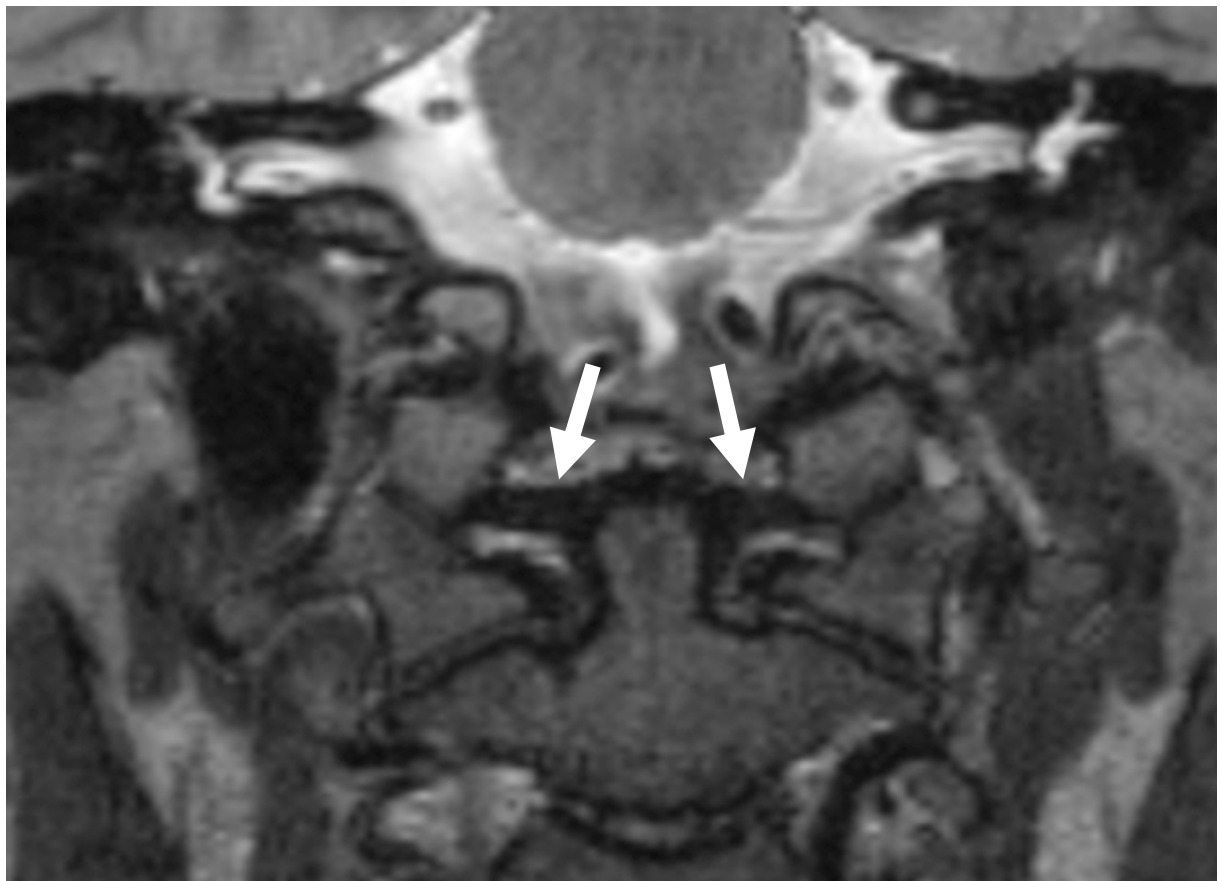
koronare MRT-Aufnahme der Ligg. alaria mit T2-gewichteter TSE SPACE-Sequenz
